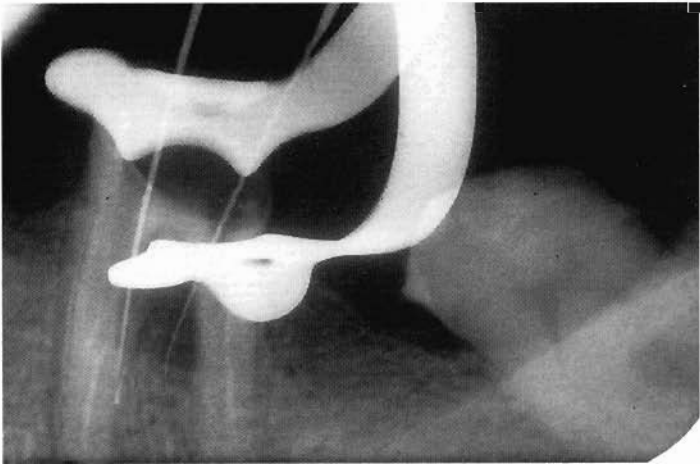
b - Radiografia intraoperatoria: si osserva la presenza di una perforazione in corrispondenza sia del canale mesio-vestibolare che del canale distale.
